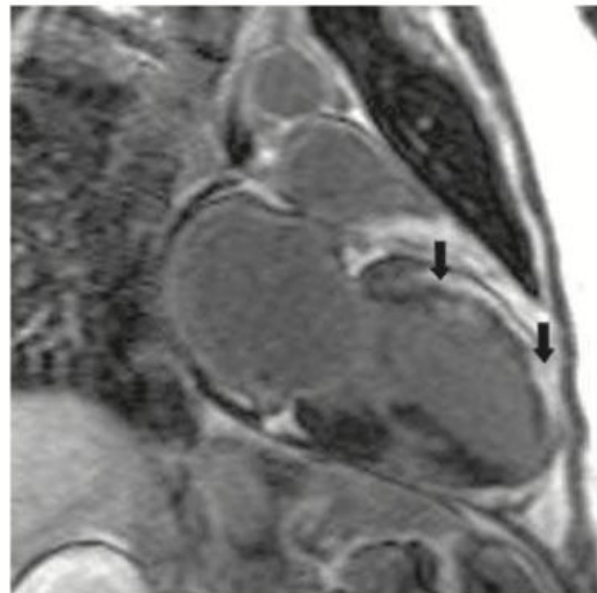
МРТ с отсроченным контрастированием при миокардите. Очаги контрастирования (стрелки) расположены интрамурально и субэпикардially.
